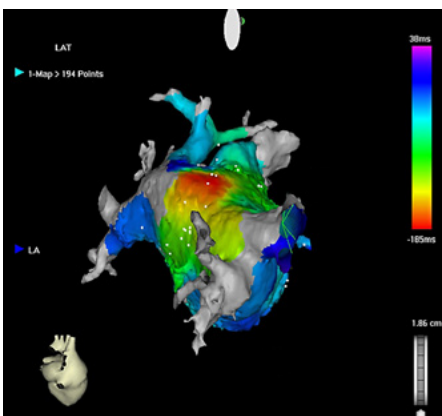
Bei komplexen Herzrhythmusstörungen kann mit CT-gestützter dreidimensionaler Bildgebung und elektroanatomischem Mapping der Ursprung der Tachykardie lokalisiert werden.
